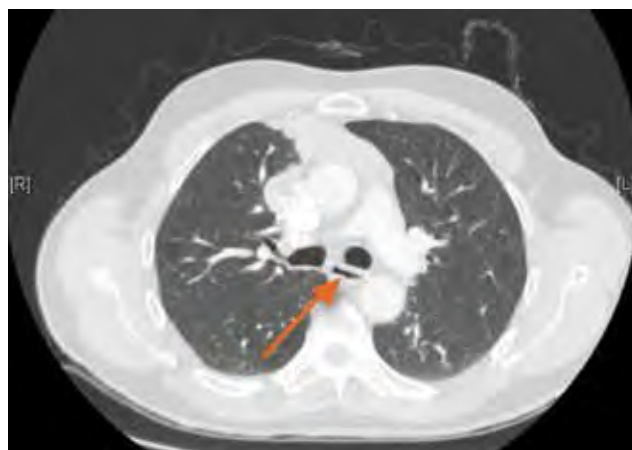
Imagem da tomografia computadorizada torácica que revelou redução do calibre esofágico mas sem sinais de compressão extrínseca
